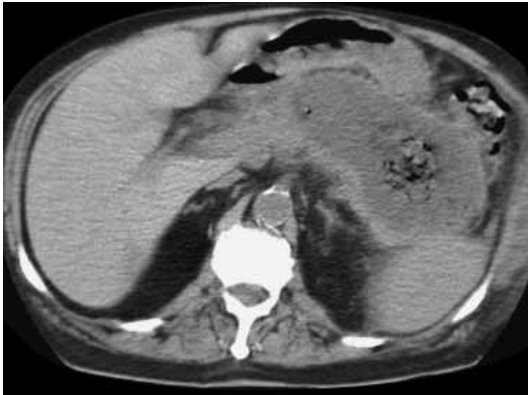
Острый панкреонекроз. На КТ-изображении тотальный некроз железы с пузырьками газа.
